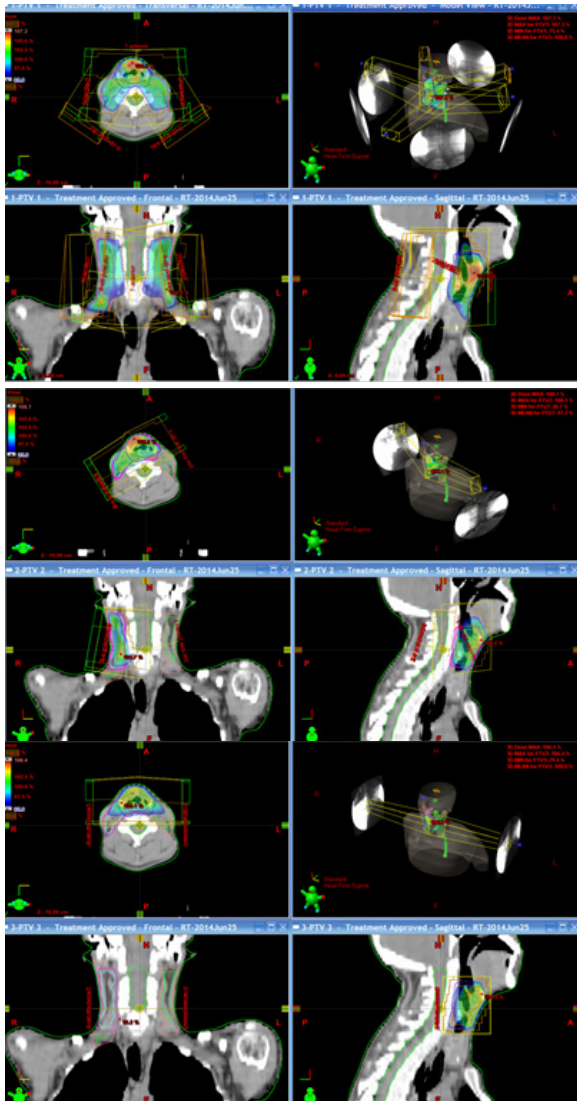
Planeamento da RT da doente do caso clínico 2 com base nas imagens de PET/CT com FDG-F18 e FMISO-F18.
